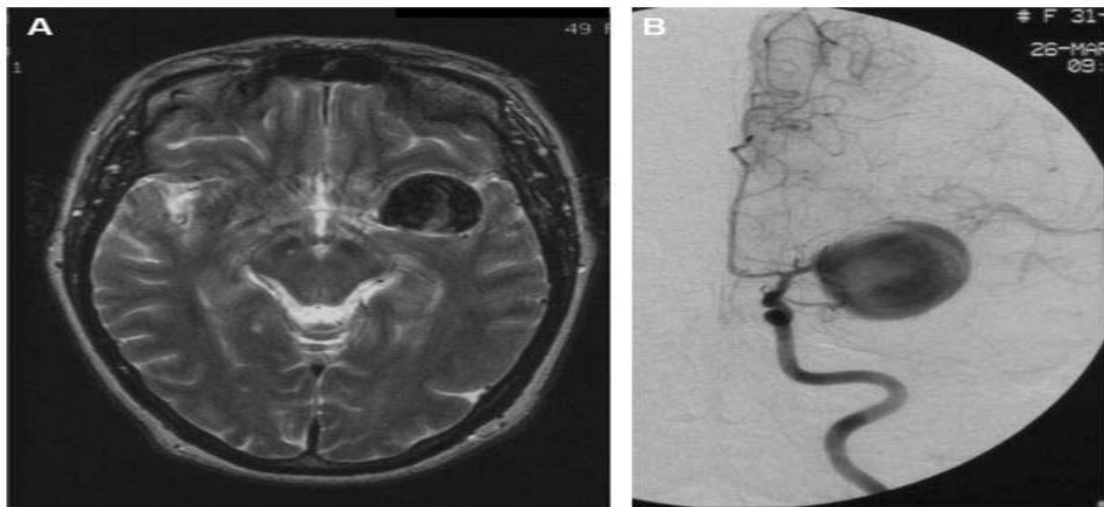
Anévrisme géant de l'artère cérébrale moyenne en IRM, séquence pondérée T2 (A) et angiographie carotidienne de face (B) [99]
